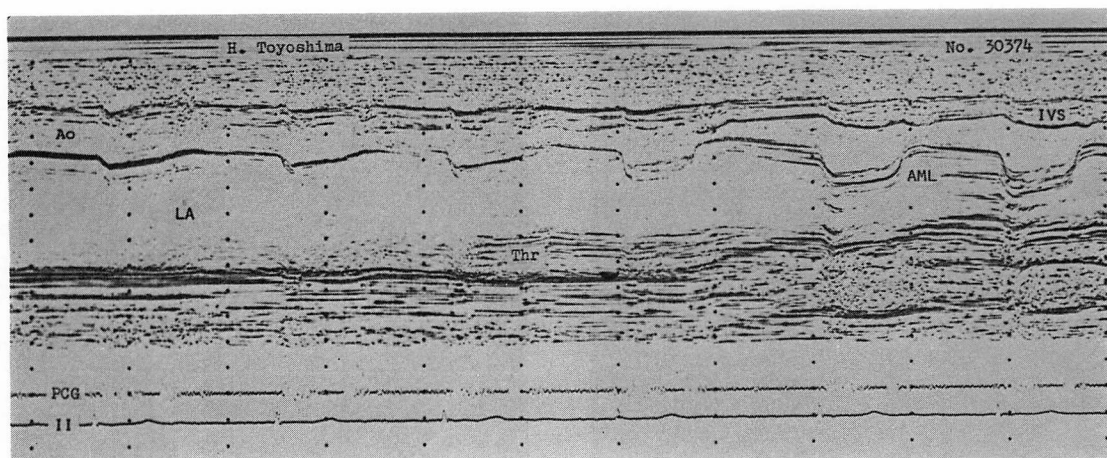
LAT recorded in the M-mode echocardiogram (Patient 3) (78 years, female).
